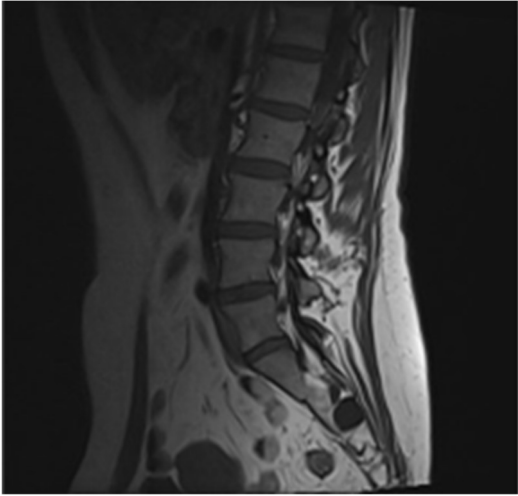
RMN, quiste de Tarvol, corte sagital, señal T1.
